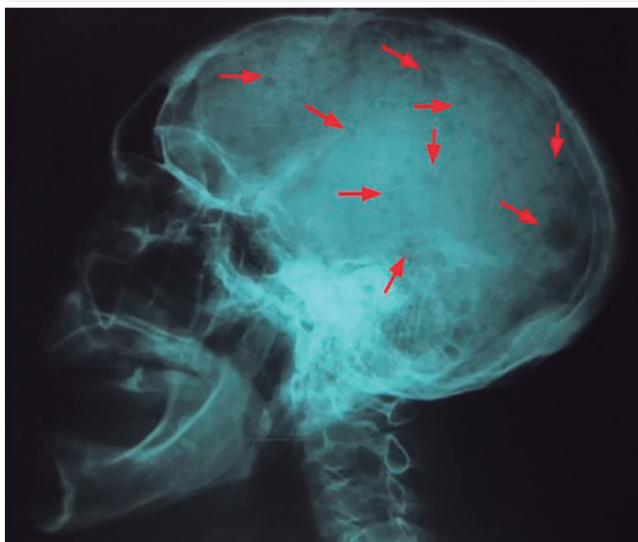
Radiografia de calota craniana da paciente evidenciando múltiplas lesões osteolíticas.
